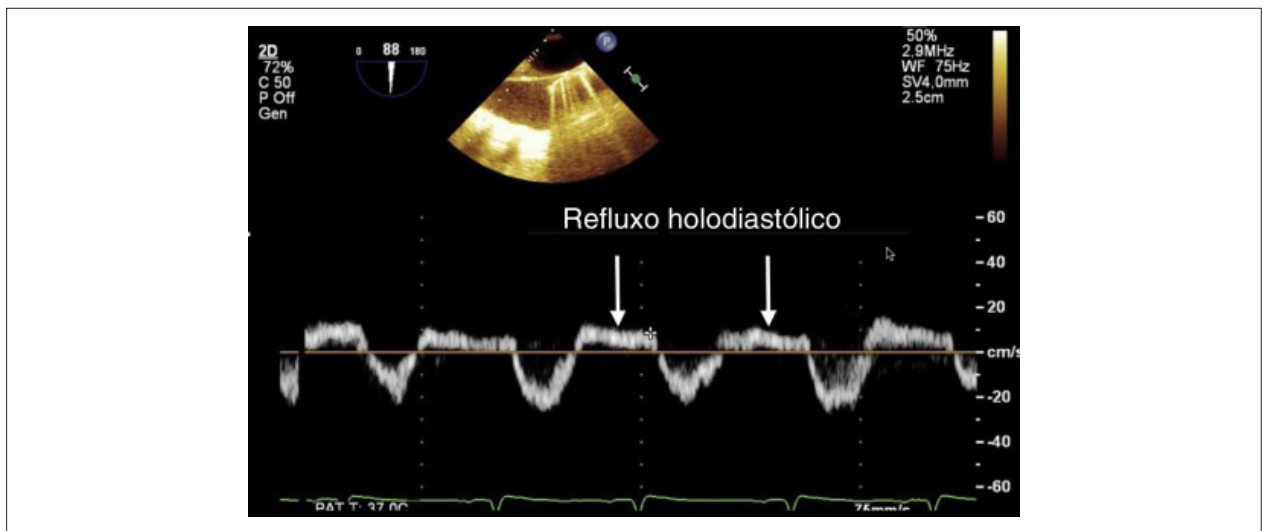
Doppler pulsátil na aorta descendente demonstra um refluxo holodiastólico de regurgitação aórtica grave.
